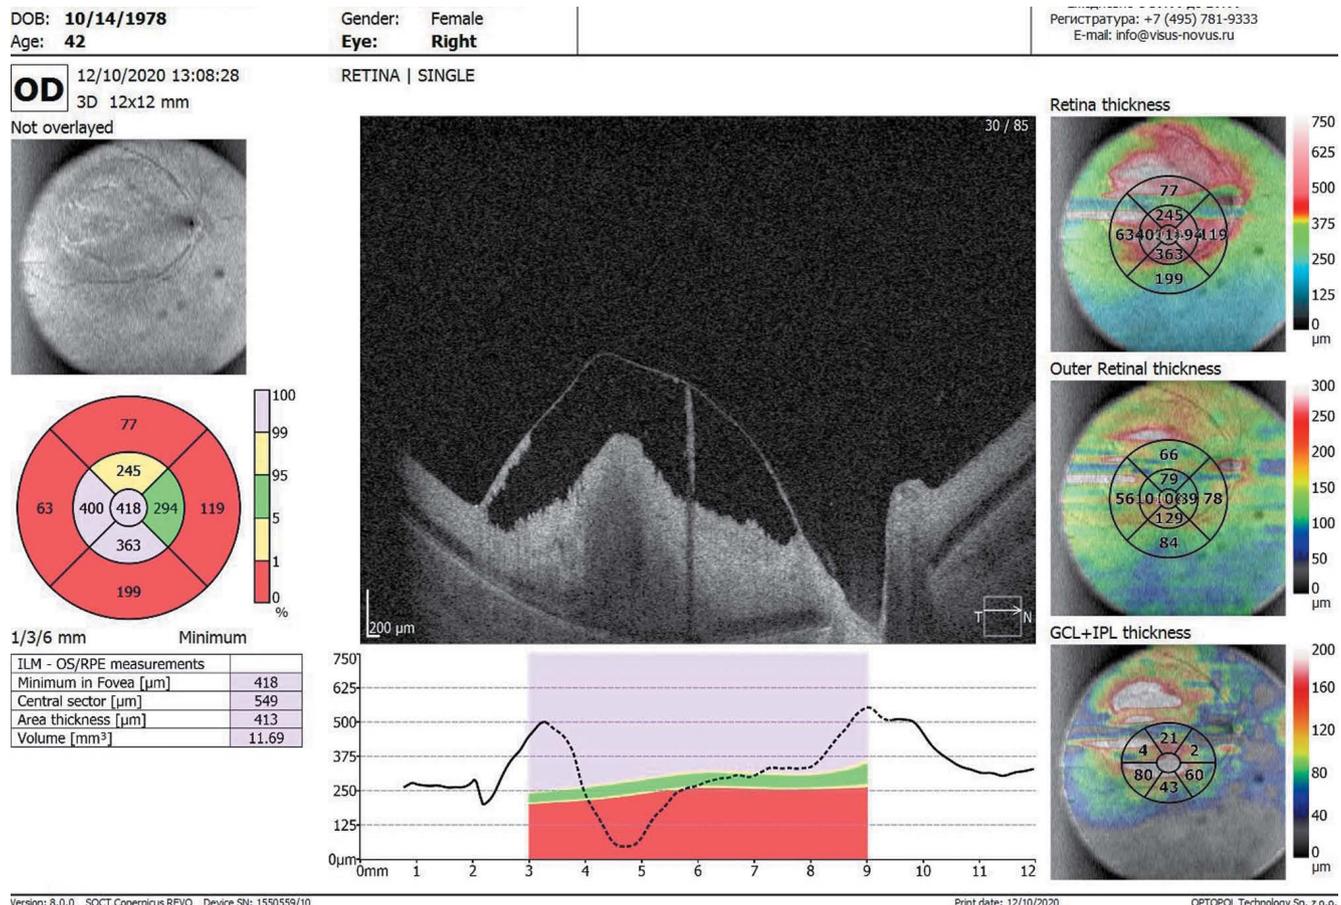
Оптическая когерентная томограмма через 10 дней после окклюзии центральной артерии сетчатки, возникшей вследствие косметологического воздействия в периорбитальной зоне
